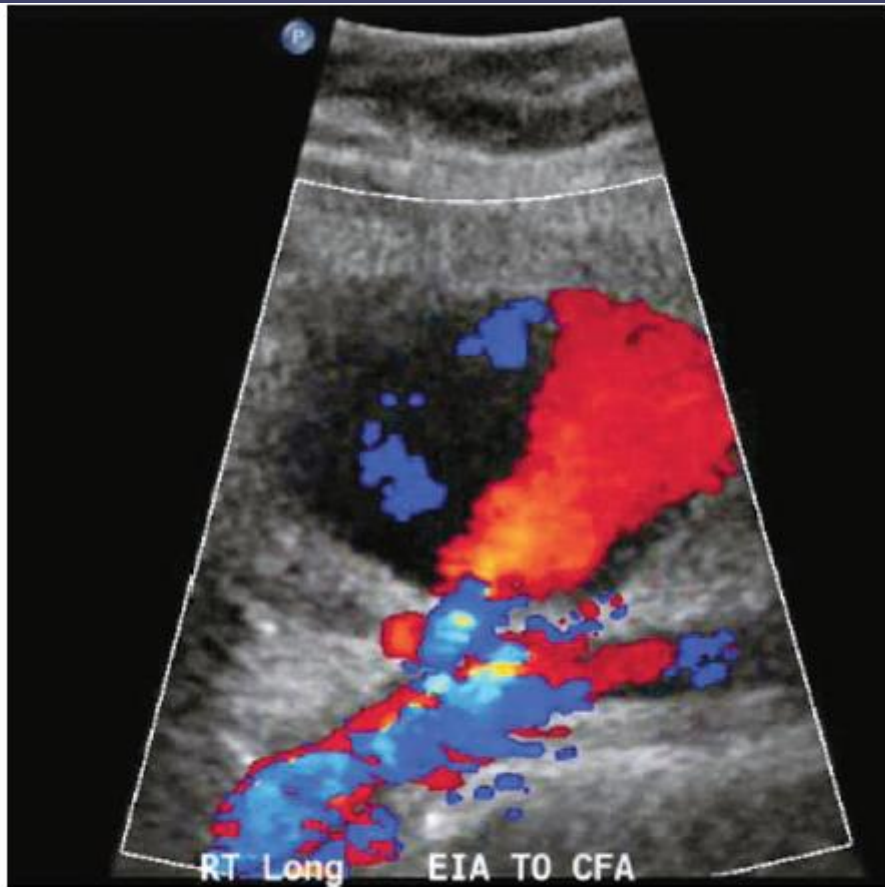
Ultrasound with color Doppler of the right common femoral artery access site showing a pseudoaneurysm with to-and-fro blood into and out of the pseudoaneurysm. This was eventually treated with ultrasound-guided thrombin injection with complete resolution of the complication.
